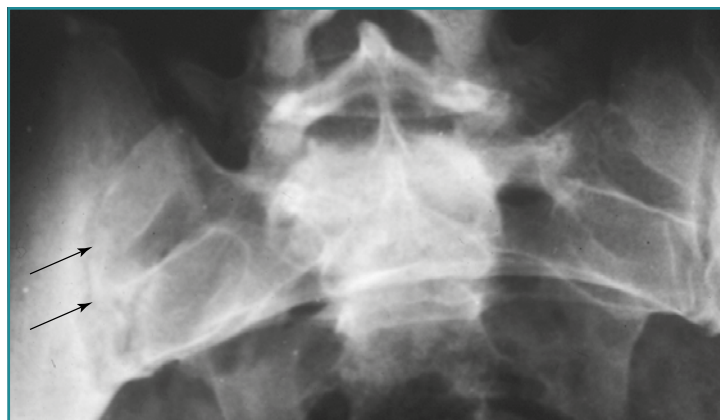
Sacroileítis tuberculosa. Radiografía simple de articulación sacroilíaca donde se aprecia edema óseo de ambas articulaciones (flechas negras).
